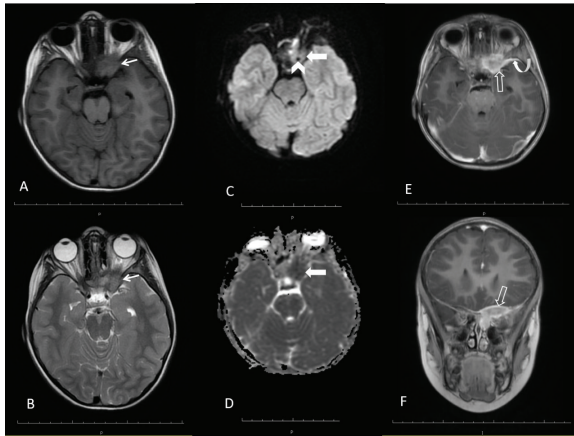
The images of magnetic resonance imaging examination. In the magnetic resonance imaging examination, a T1W hyperintense (A), T2W isointense (B) soft tissue mass marked with a white thin arrow was observed in the left retroorbital area in the left retroorbital area, whose borders could not be distinguished with the sphenoid bone. On diffusion-weighted images, hyperintense was observed in the trace sequence (C), and diffusion restriction was observed in the lesion marked with a white thick arrow on the ADC map (D). In addition, signalless internal carotid artery marked with a white arrowhead within the mass is observed in C. On the postcontrast axial (E) and coronal (F) T1W images, homogeneous enhancement was observed in the mass marked with a white blank arrow and the dural tail marked with a curved white arrow in E.
